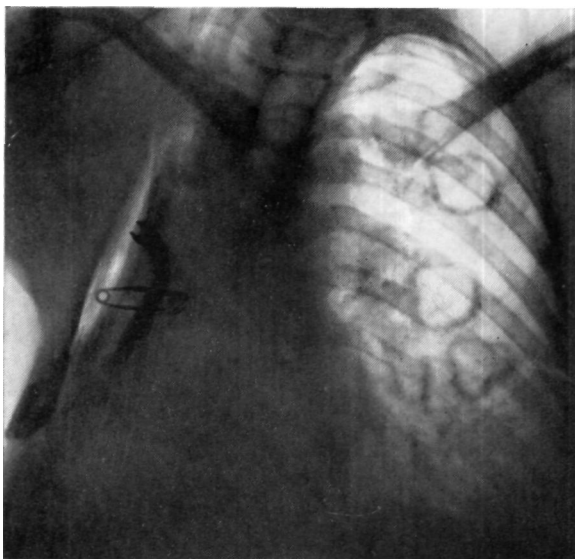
Обзорная рентгенограмма больной Б. при поступлении.
